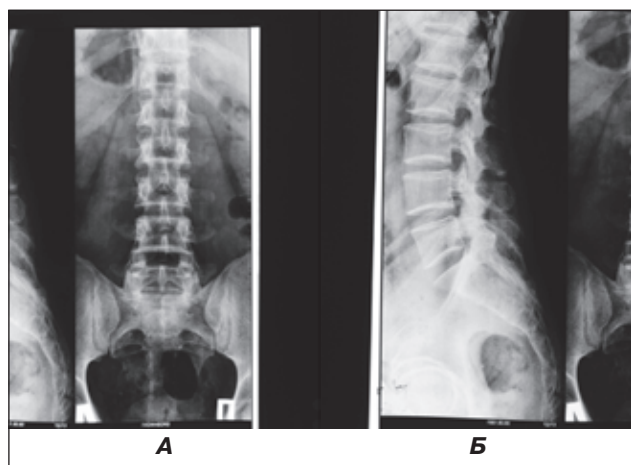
Рентгенограммы пояснично-крестцового отдела позвоночника пациента Г., 30 лет: А — фронтальная проекция, Б — сагиттальная проекция
